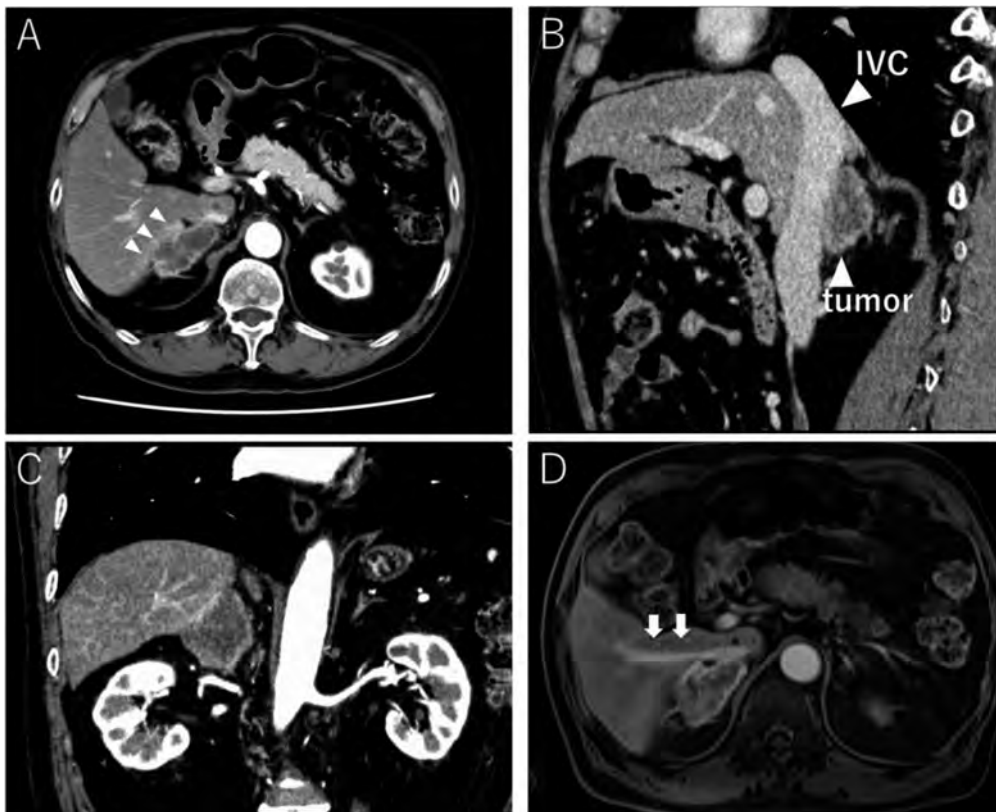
CT showing adrenal metastasis that invaded to liver (A) with no apparent inferior vena cava (IVC) thrombosis (B). The tumor was separated from the right renal artery (C). MRI showing the inferior right hepatic vein (white arrows, D).
